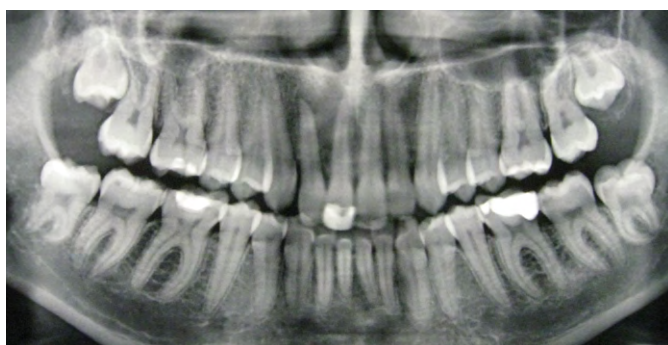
Ортопантомограмма пациента А. до лечения
